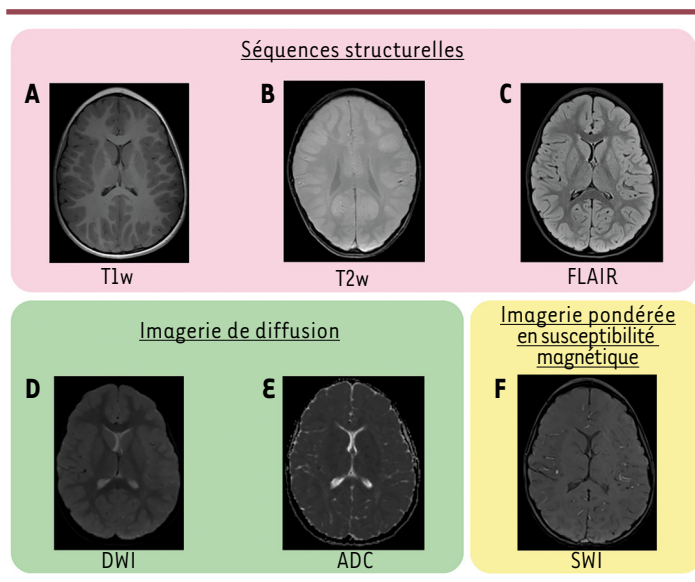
Exemples des séquences IRM utilisées dans l'étude des TCCL chez le jeune enfant. A, B, C. Séquences structurales ; D. Séquences de diffusion ; E, F. Séquences de susceptibilité magnétique.
